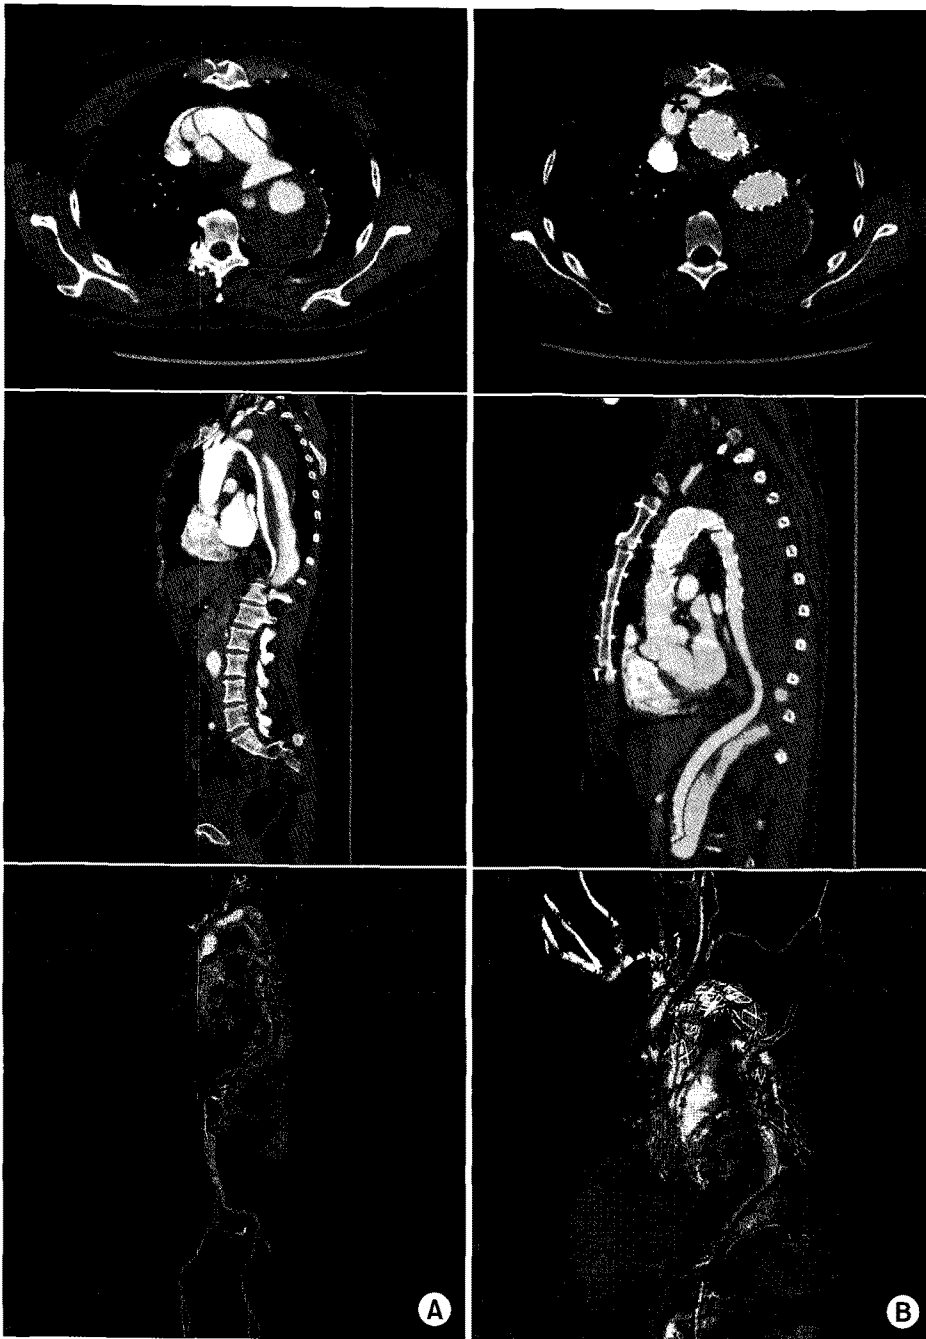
Computed tomographic images before (A) and after (B) stent-graft insertion. The false lumen in thoracic aorta was successfully obliterated. Asterisk (*) indicates newly placed bypass grafts to brachiocephalic vessels.
